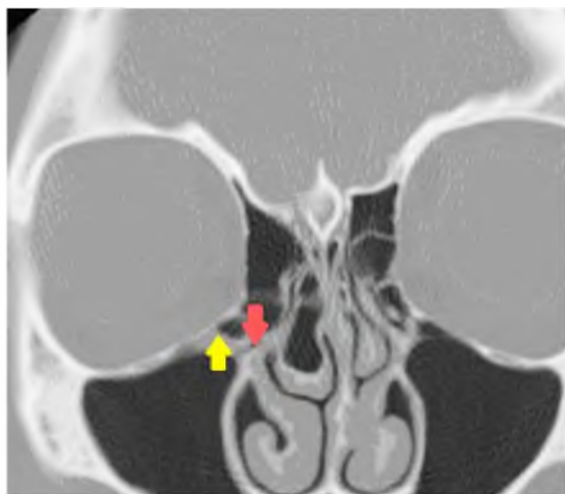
СКТ. Коронарна реконструкція. Жовтою стрілкою позначена клітина Галера, червоною – ділянка співустя
